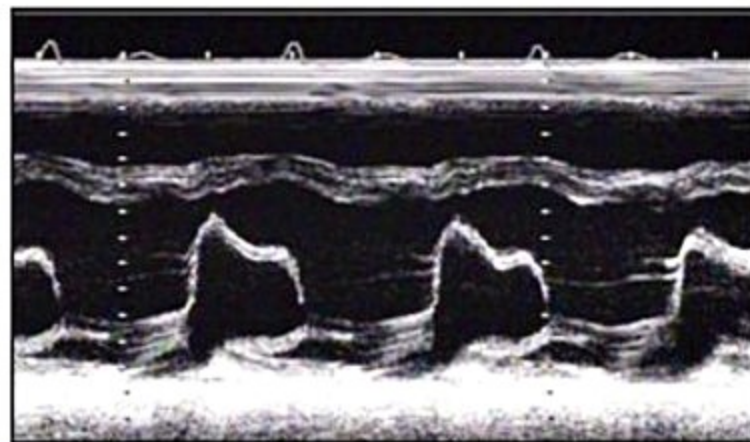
Ecocardiografia na insuficiência mitral. Modo M de válvula mitral apresentando prolapso mesotelsistólico de seu folheto.
